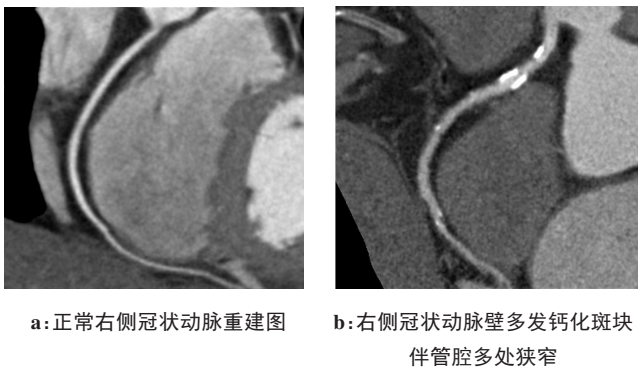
多排螺旋CT冠状动脉成像冠状动脉正常及狭窄示例
